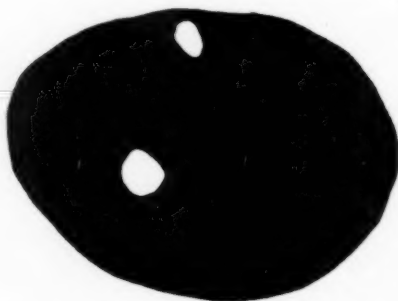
Querschnitt durch ein Röntgenovar. Das weiss gehaltene in der Fig. entspricht noch nicht vollständig obliterierten Follikeln und persistierenden Corpora lutea, in der Tab. 3 unter übriges Gewebe eingereiht.
